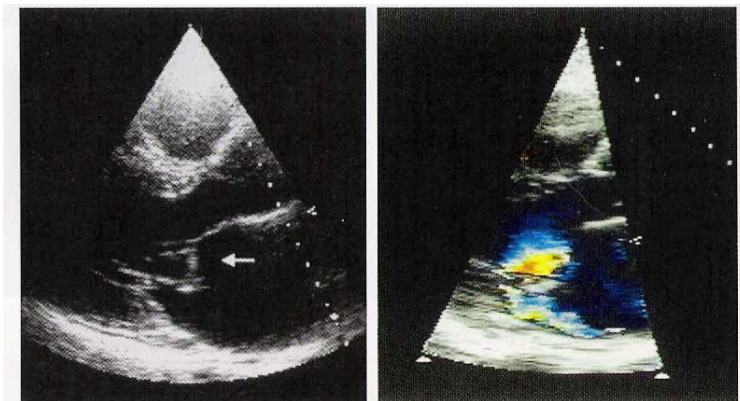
Prolaps de valvă mitrală anterioară vizibil Eco2D pe o secțiune parasternală în ax lung, cu regurgitare mitrală excentrică de-a lungul peretelui posterior al AS evidențiată la Doppler color.
